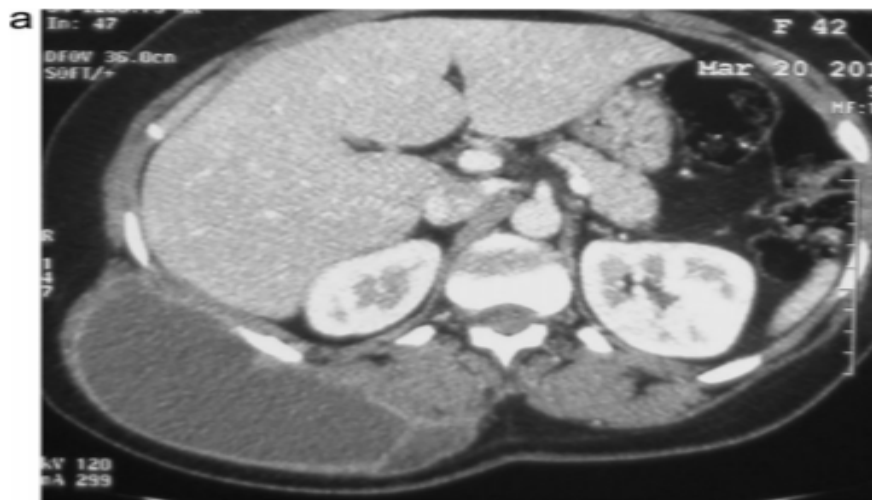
TDM thoracique montrant une masse kystique homogène bien limitée de la paroi thoracique postéro-basale droite :
